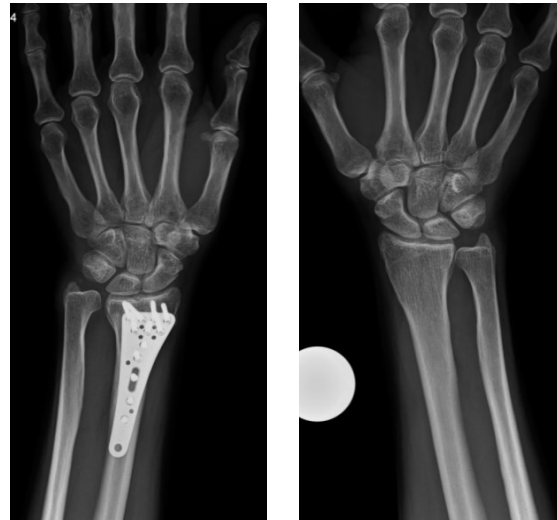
Röntgen a.p. und seitlich 4 Wo. p.o.
